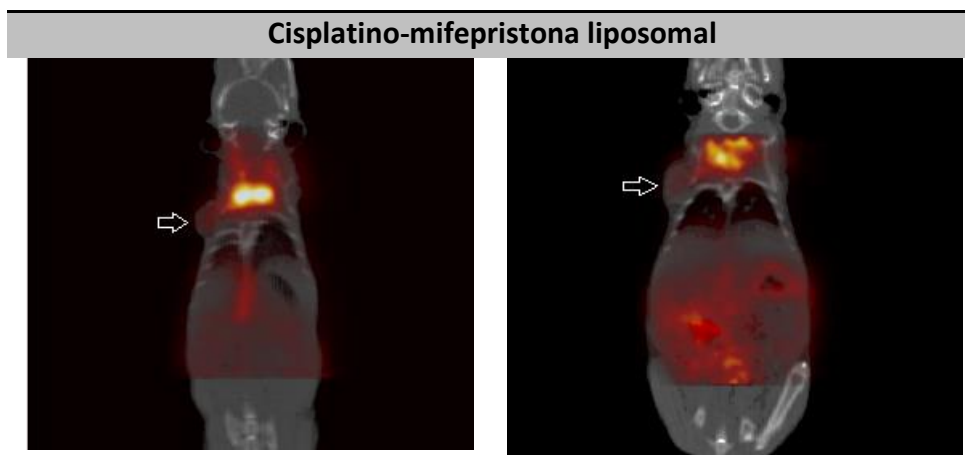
Captación de  $^{18}\text{F}$ -FDG mediante micro PET/CT al inicio (semana 1) y final (semana 7) del seguimiento del volumen tumoral.
